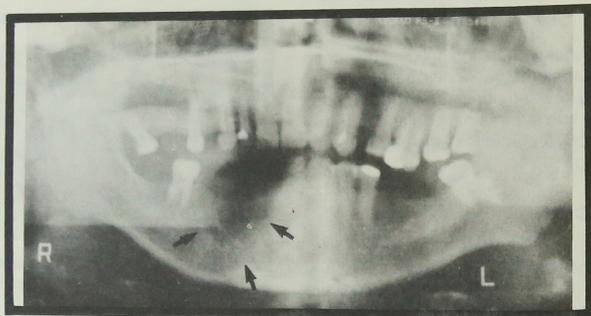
Radiografía panorámica del postoperatorio inmediato de la resección con margen de seguridad
